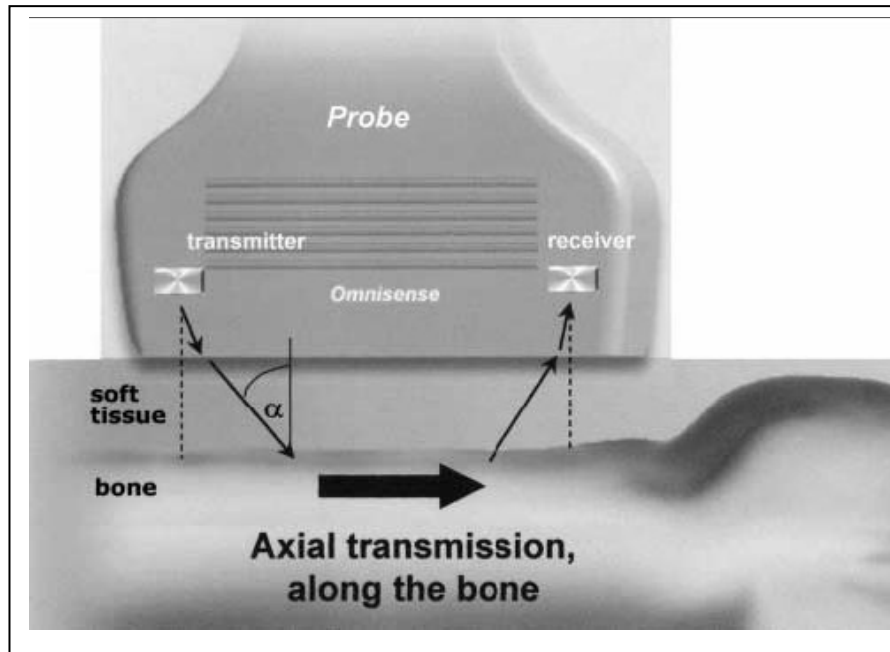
1. Sunlight Omnisense Premier Kantitatif USG Cihazı
